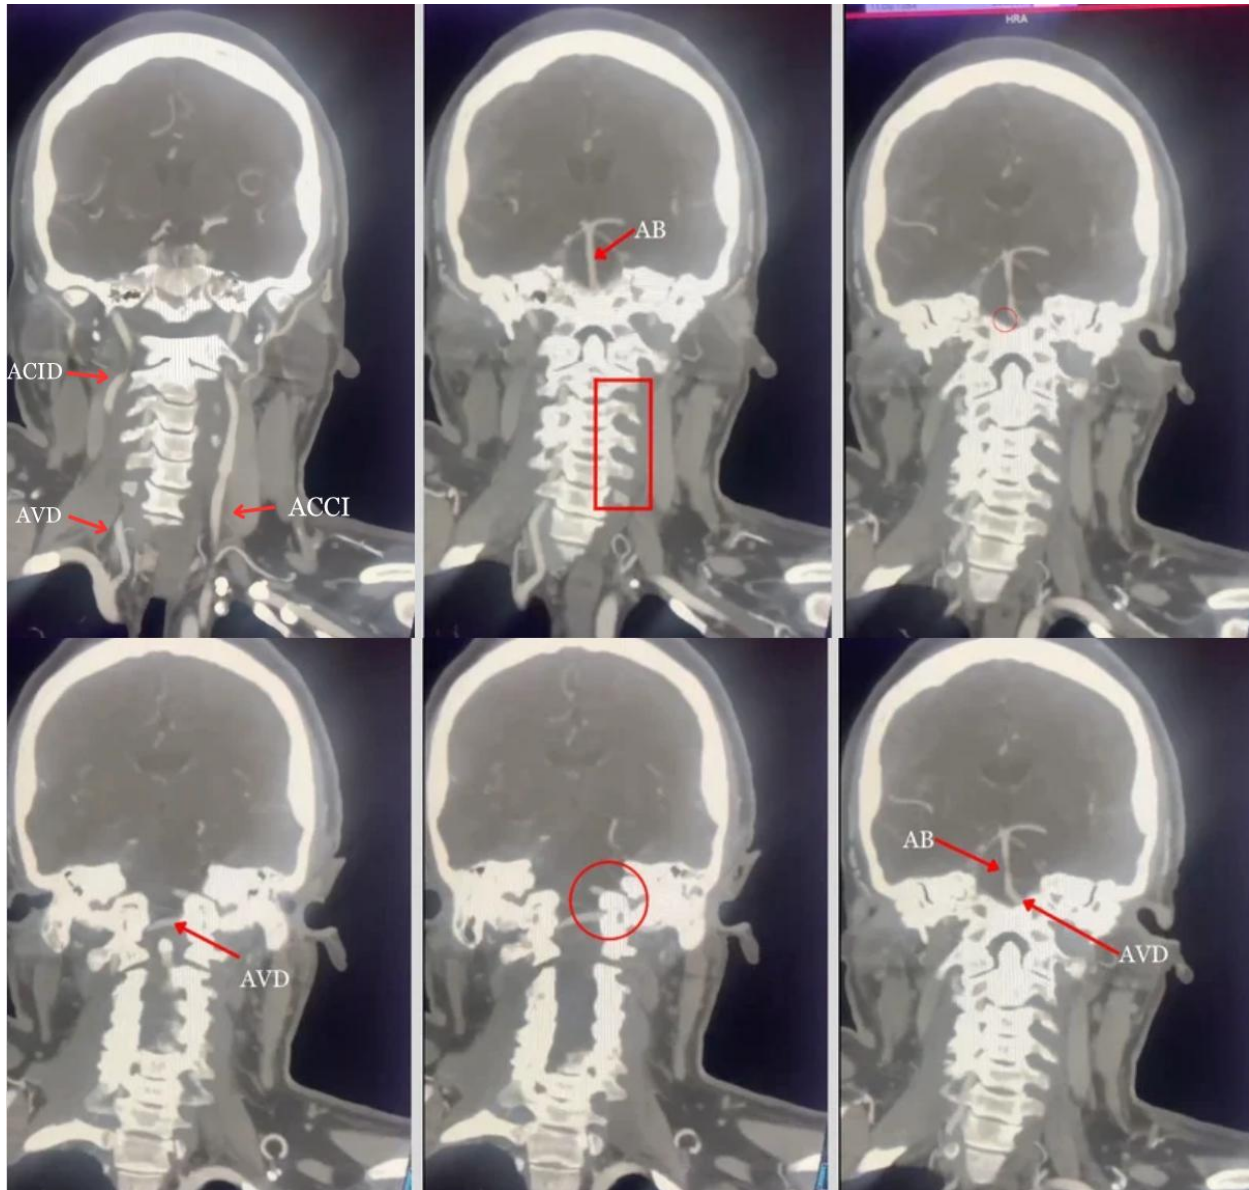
TAC de cráneo en fase arterial, descripción de diferentes tomas a nivel de circulación posterior. AB: Arteria Basilar, ACCI: Arteria Carótida Común Izquierda, ACID: Arteria Carótida Interna Derecha, AVD: Arteria Vertebral Derecha
